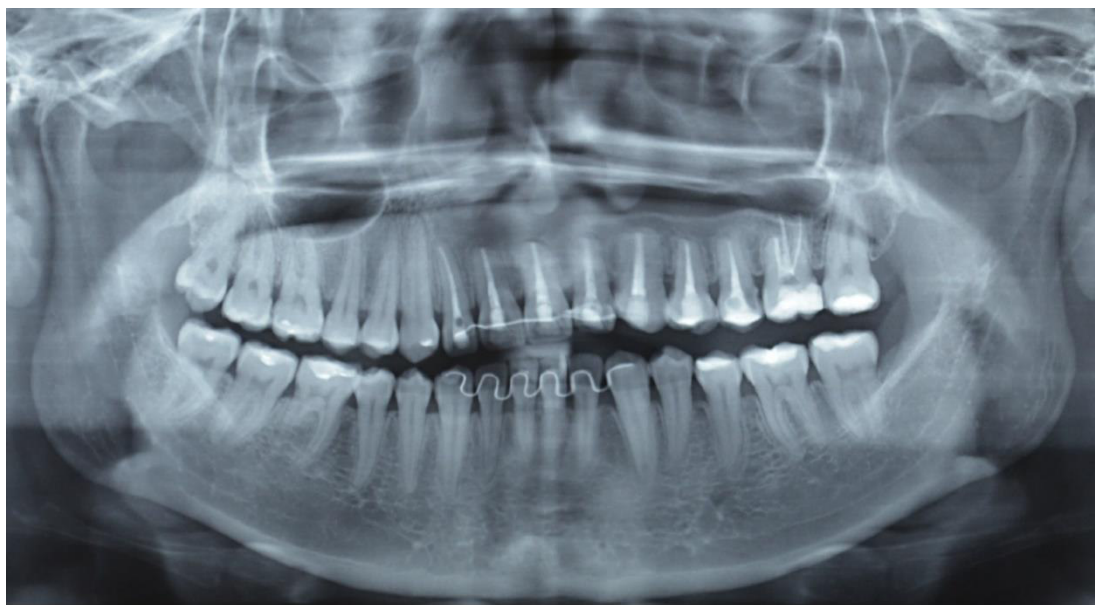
Radiografía panorámica post-tratamiento (Julio 2017)
